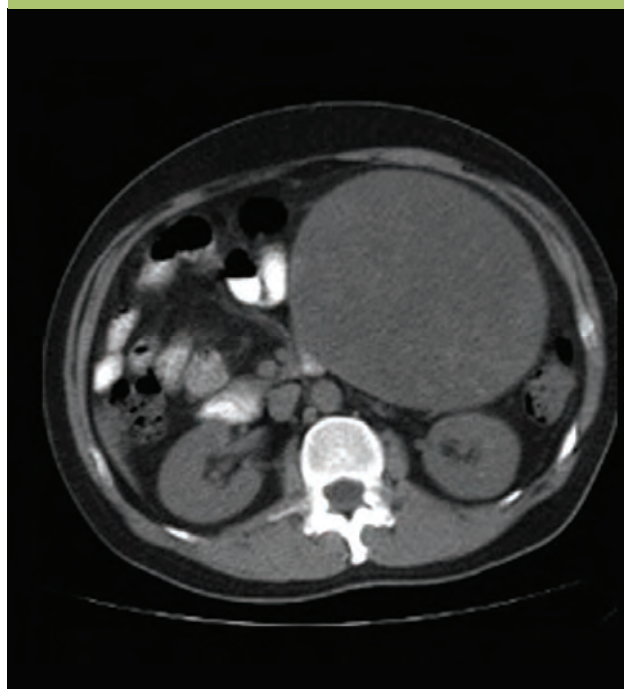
Tomografía axial computada simple de abdomen con imagen sugestiva de quiste mesentérico.
